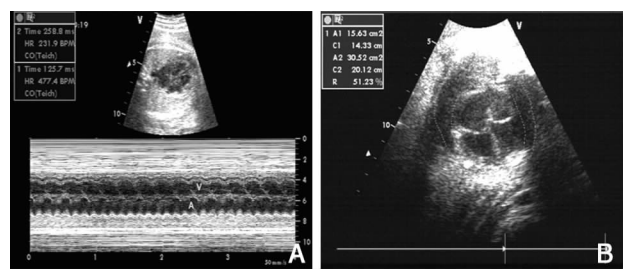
治疗前胎儿超声心动图 A: 心房扑动, 2:1 下传, 心房率 477 次/min, 心室率 226 次/min; B: 心胸面积比扩大, 为 0.51。
